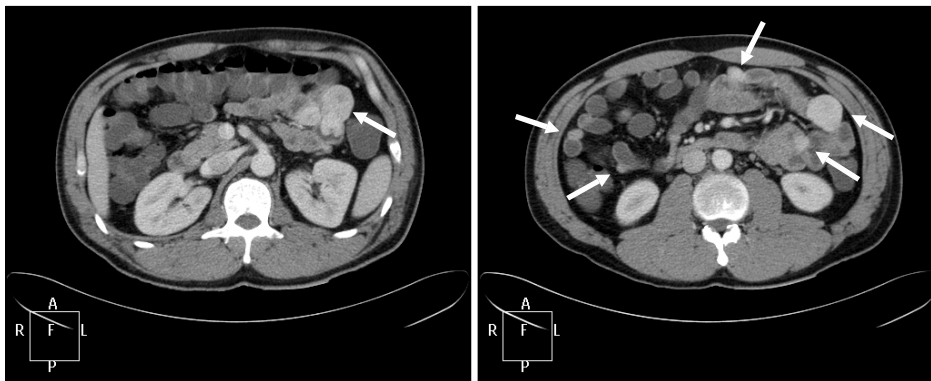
Abdominal CT showed multiple exophytic homogeneous enhancing masses with intraluminal central ulcer at the jejunum (arrows).
